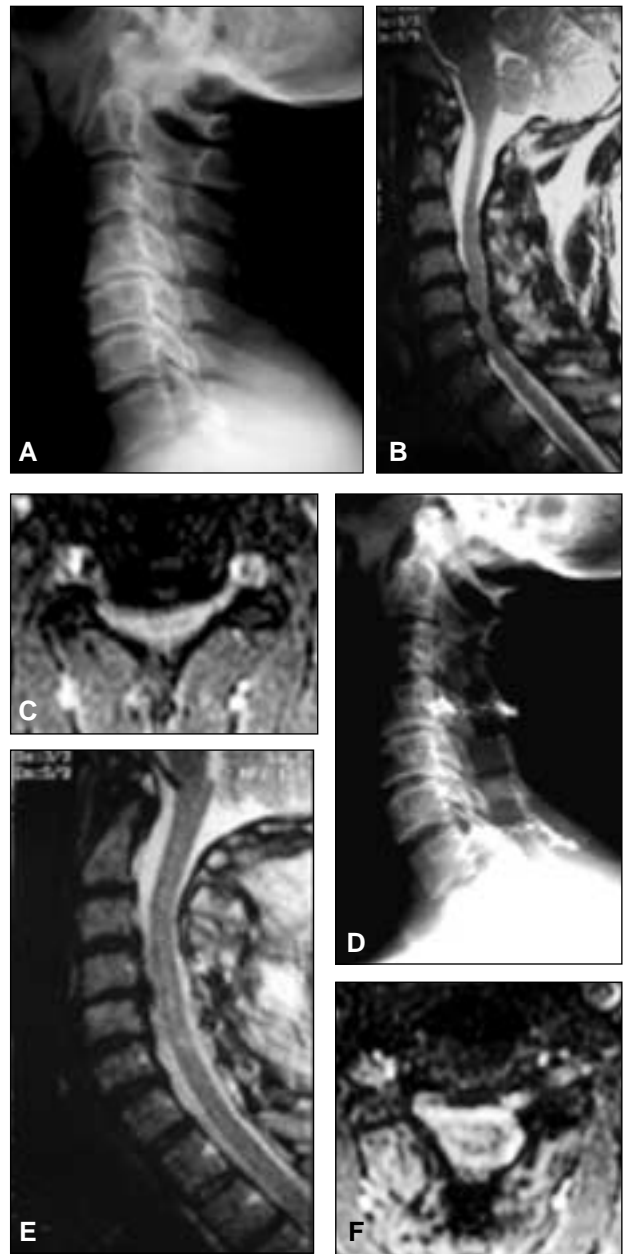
Paciente varón de 42 años A. Radiografía de perfil preoperatoria. B. Corte sagital de RM T2 preoperatoria.
